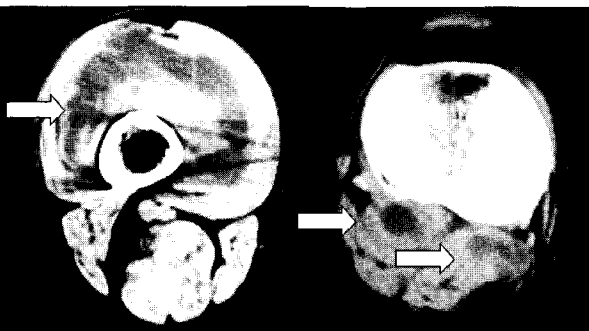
CT reveals low density soft tissue masses(white arrows) occupying anterior and posterior joint space of knee.
